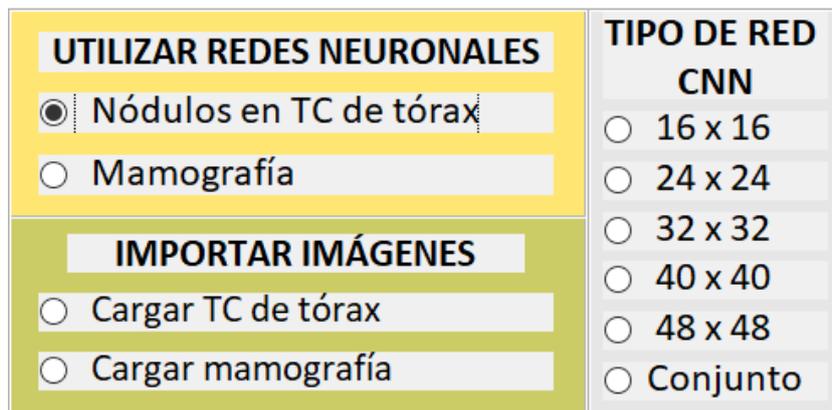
Aparición de los tipos de redes CNN para detectar nódulos en TC de tórax
